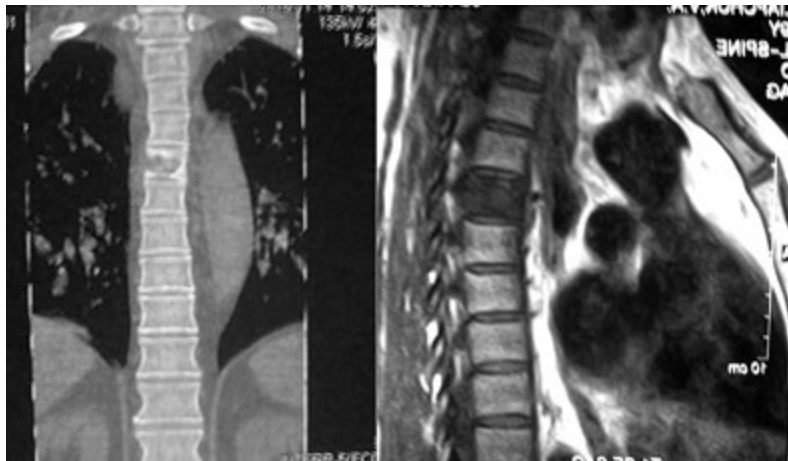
Оглядова томографія до операції на грудному відділі хребта
